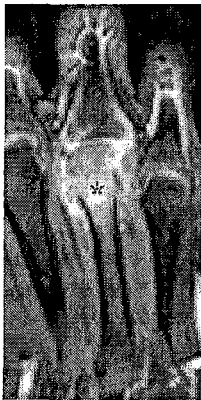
Image coronale en pondération T1 après injection de Gadolinium et saturation du signal de la graisse; épaissement et rehaussement du tissu synovial, rehaussement osseux en rapport avec l'œdème osseux. (RadioGraphics)
